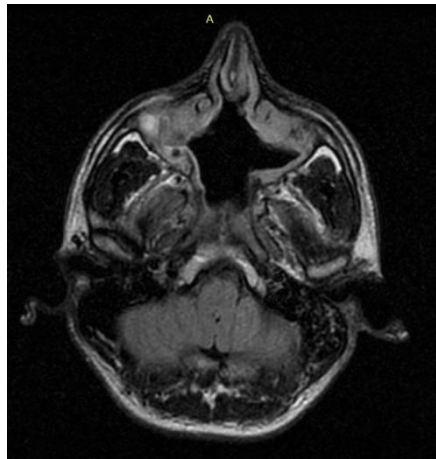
Пациент П., 1988 года рождения. МРТ головы в аксиальной (слева) и коронарной (справа) плоскости после операции
